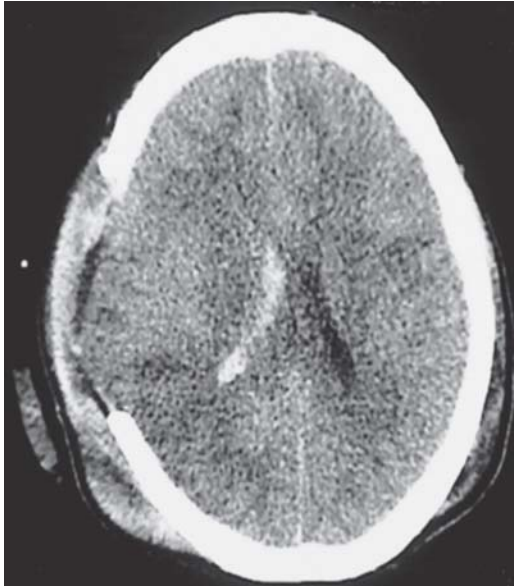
Tomografía de cráneo simple posterior a hemicraniectomía descompresiva, hemorragia intraventricular derecha, edema moderado a severo, imagen hipodensa en región parietal derecha por probables cambios isquémicos.
